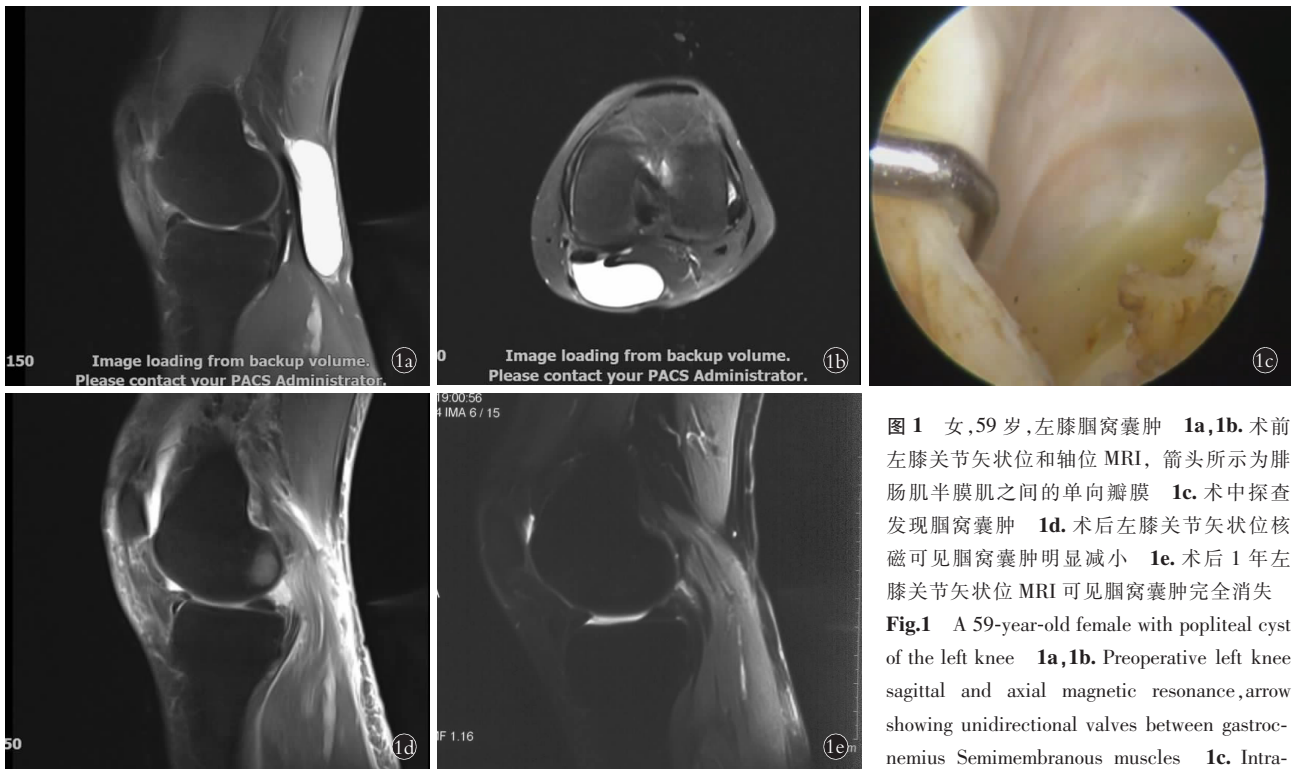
女,59 岁,左膝腘窝囊肿 1a,1b. 术前左膝关节矢状位和轴位 MRI, 箭头所示为腓肠肌半膜肌之间的单向瓣膜 1c. 术中探查发现腘窝囊肿 1d. 术后左膝关节矢状位核磁可见腘窝囊肿明显减小 1e. 术后 1 年左膝关节矢状位 MRI 可见腘窝囊肿完全消失
